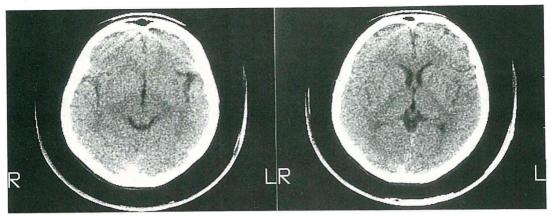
閃光感覚出現後18日の頭部X線 CTscan 異常所見を認めない(向かって右が患者の左側)
